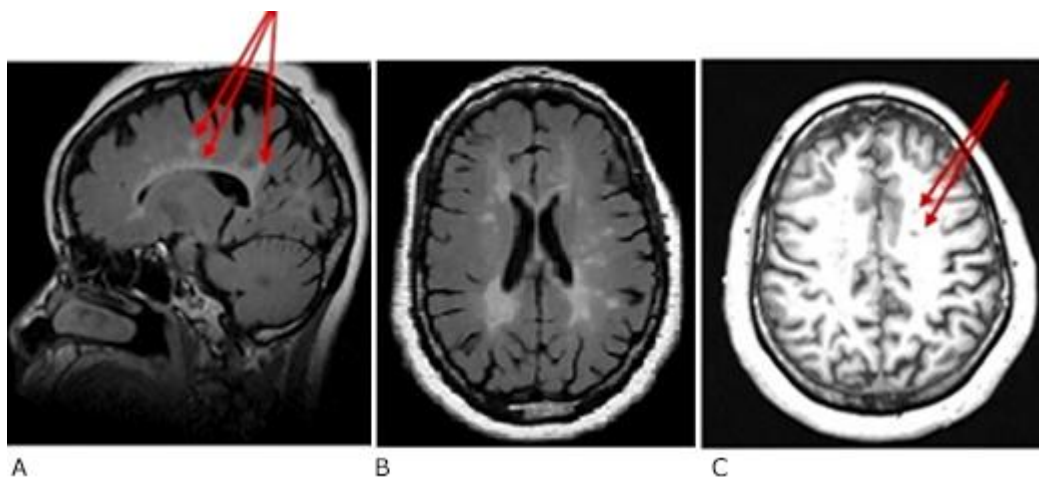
Imagen de resonancia magnética de cráneo. A) FLAIR sagital. Imágenes hiperintensas abundantes en cuerpo caloso y yuxtacorticales. B) FLAIR axial. Imágenes hiperintensas periventriculares que, en ocasiones, confluyen; dedos de Dawson. C) T1 axial. Imágenes hipointensas, redondeadas en regiones parieto-temporales izquierdas (agujeros negros).
